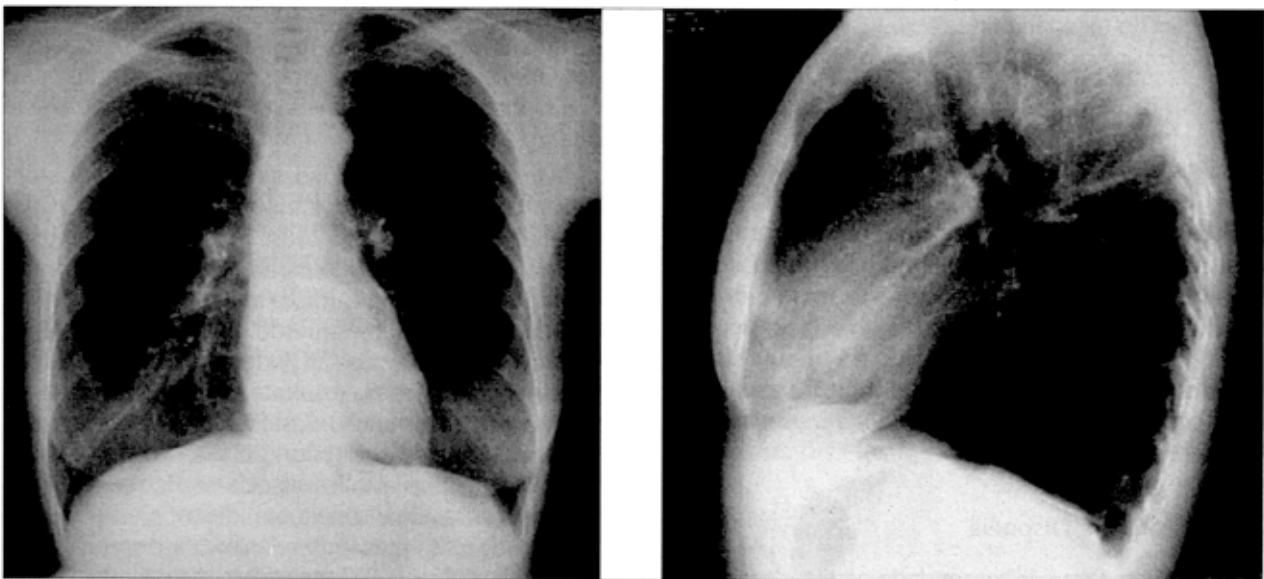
Radiografia de tórax de frente e perfil, considerada normal, de paciente com 60 anos de idade e dispnéia de causa incerta.
